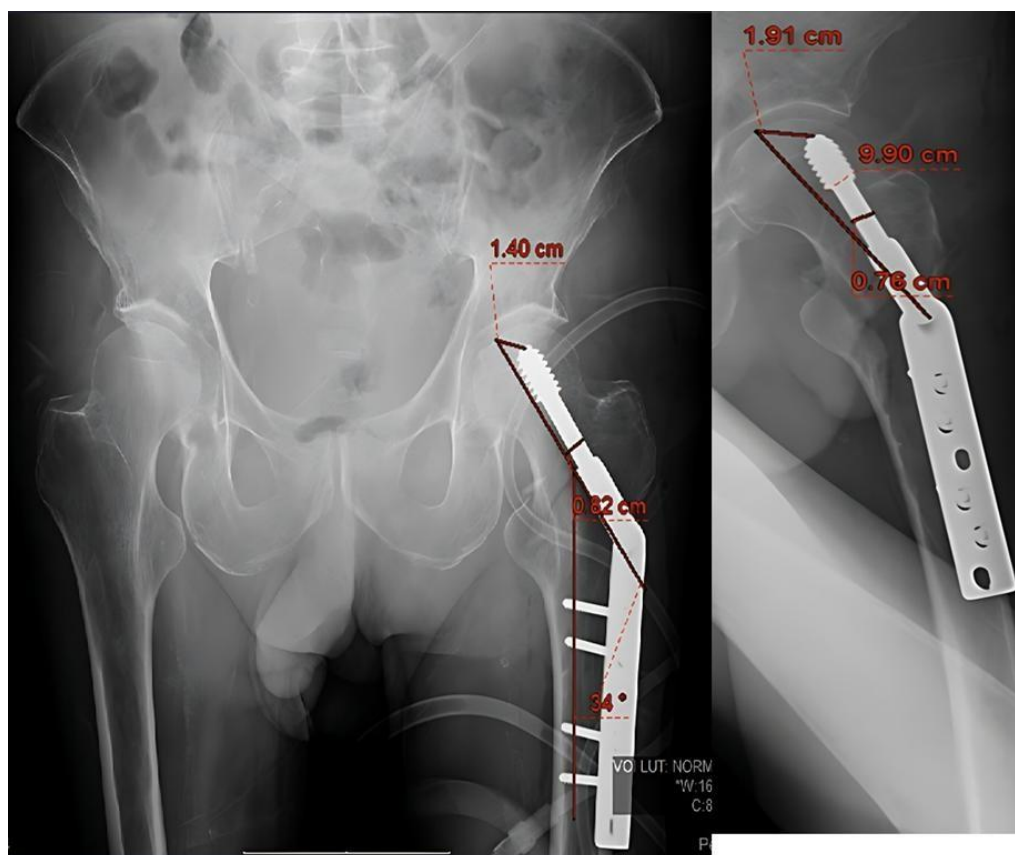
Radiografía que muestra las mediciones de TAD en vistas anteroposterior y axial.
